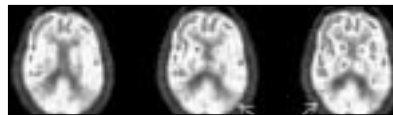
PET-FDG. Extensos defectos bilaterales temporo-parietales en Enf. Alzheimer.
